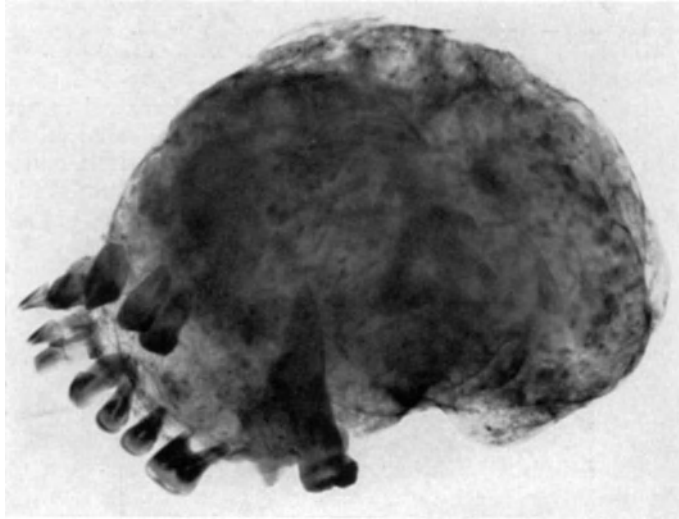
Dasselbe wie Abb. 19. Röntgenbild. Die ausgedehnten Verknöcherungen treten deutlich hervor.
